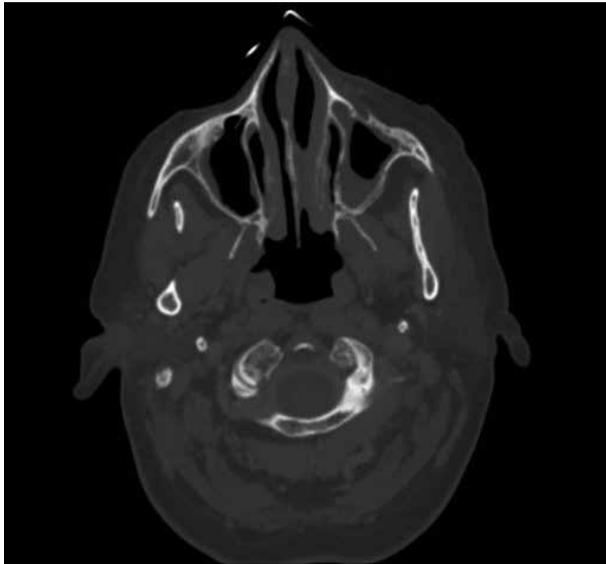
Último control radiológico con TC de senos paranasales. Se observan cambios postquirúrgicos inflamatorios sin evidencia de lesión tumoral, acompañado de una ocupación parcial del seno maxilar izquierdo.
